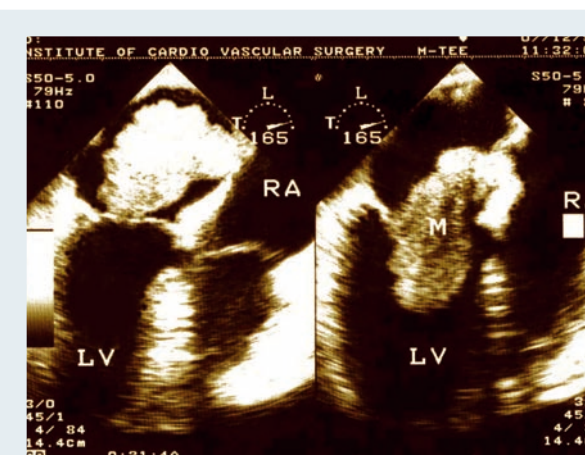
Транспищеводная эхокардиография при миксоме левого предсердия. Справа – движение миксомы в диастолу, слева – в систолу. Лоцируется ножка миксомы с типичным прикреплением в центральной части межпредсердной перегородки. M – миксома, LV – левый желудочек, RA – правое предсердие
